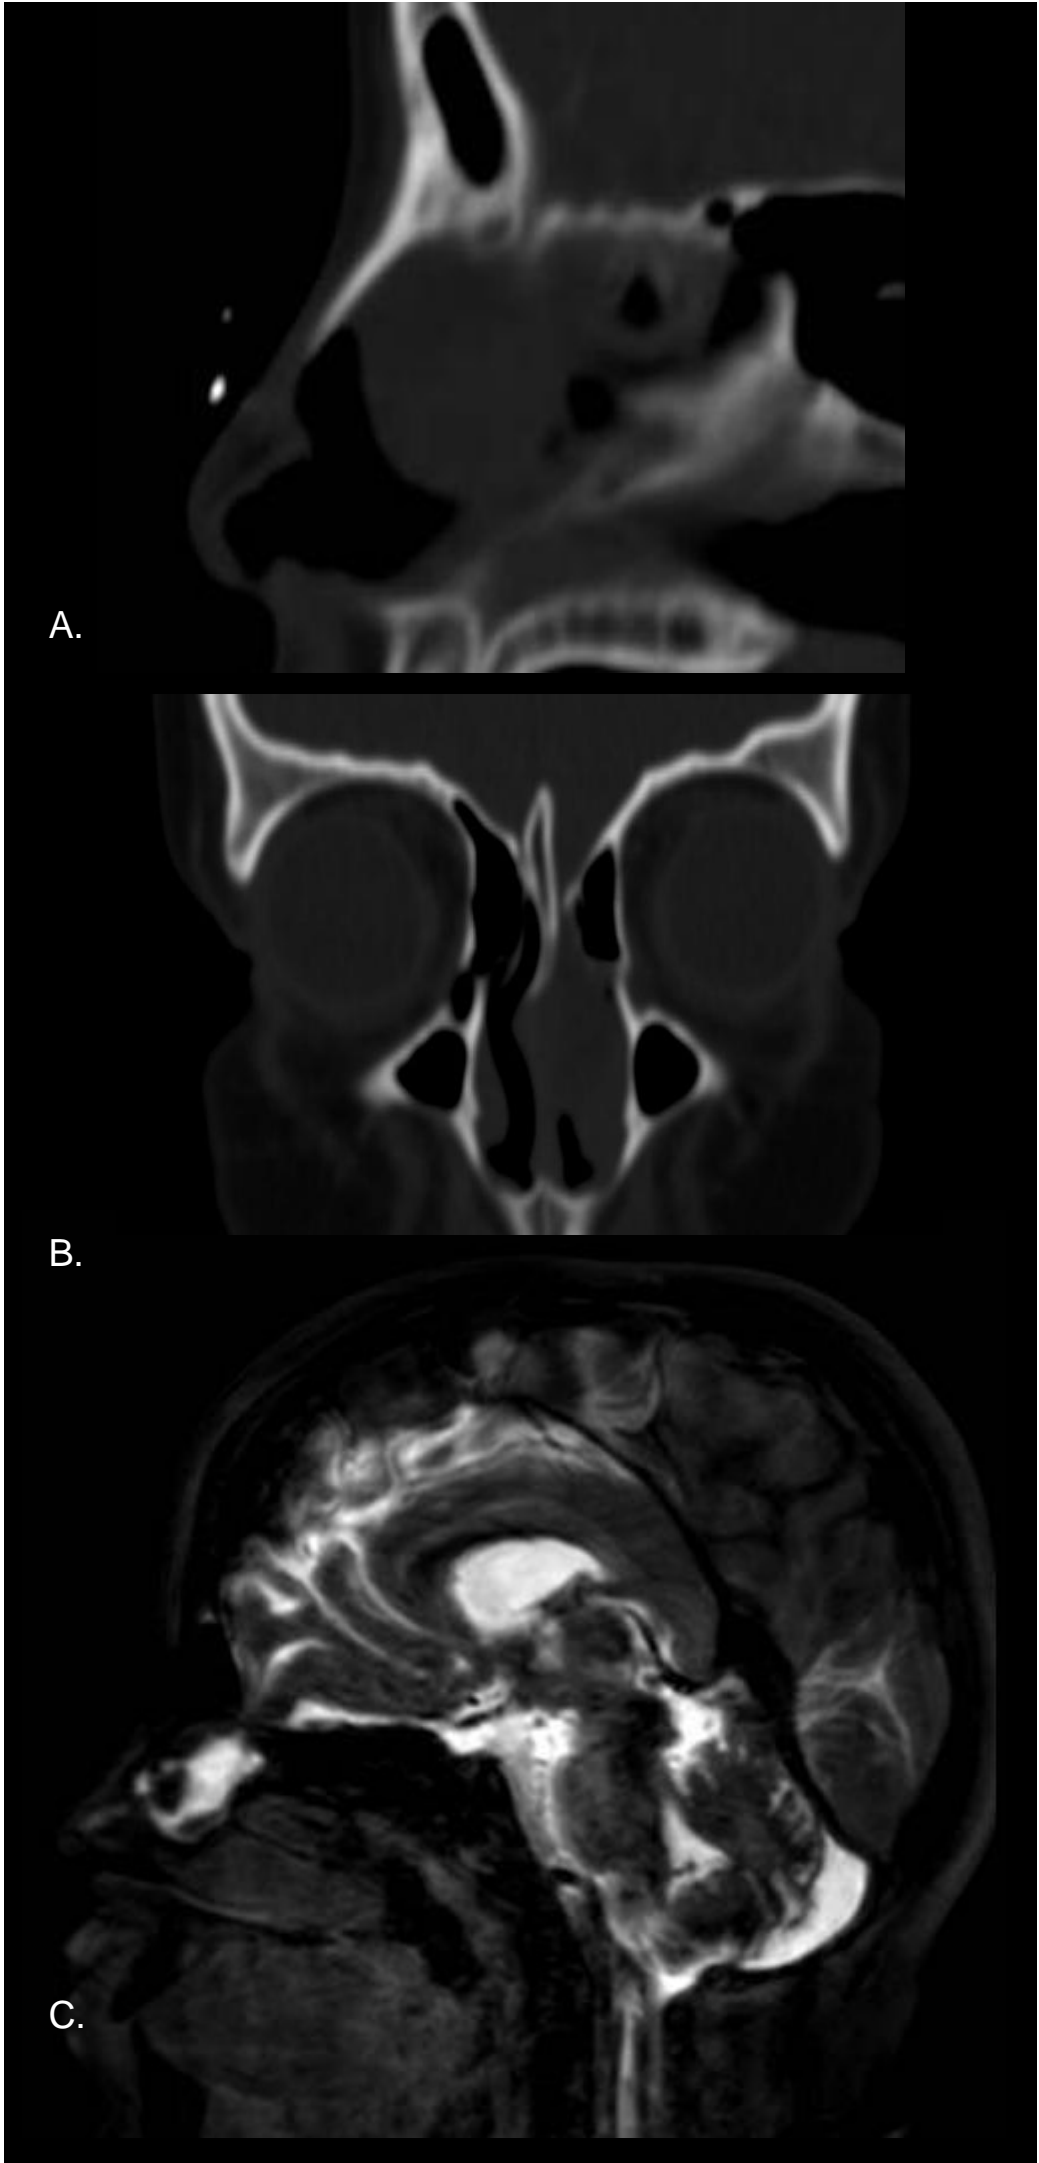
A. TAC simple sagital. B. Corte coronal se delimita saco de meningocele en fosa nasal izquierda. C. Cisterno-resonancia sagital con colección en fondo de saco en cavidad nasal izquierda.
